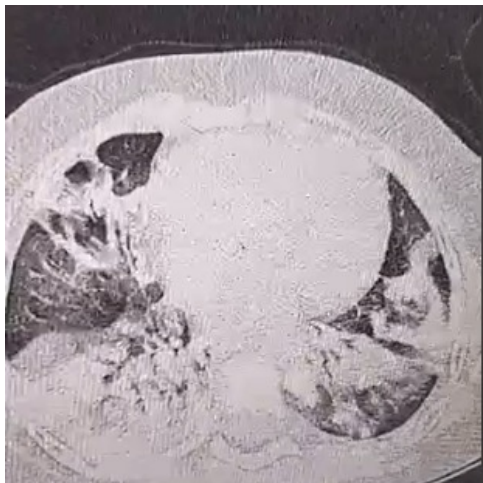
Thoracic computed tomography scan showing peripherally and bilaterally distributed ground-glass areas in the upper lingular and middle lobes associated with foci of alveolar condensation occupying almost the entire lower lobes as well as the middle and lingular lobes
